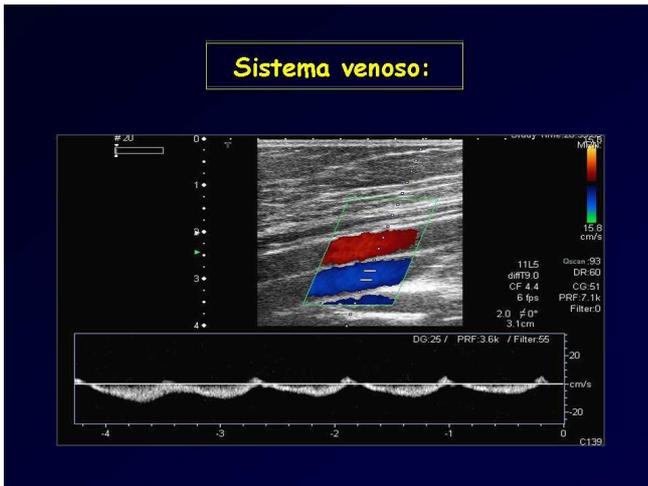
Espectro Doppler de una vena, y de una arteria de alta y de baja resistencia.
